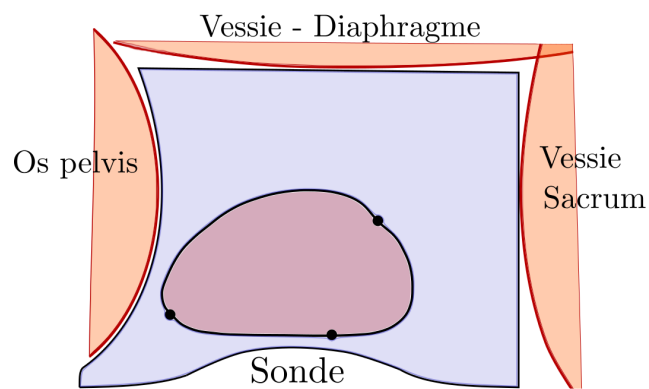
Visualisation et modélisation de l'arche pubienne à l'échographie transrectale, à gauche, et dans le maillage, à droite.
